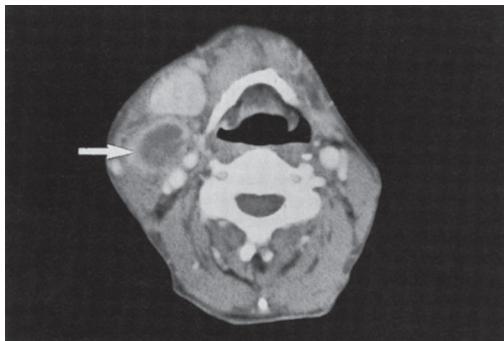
Case3: Enhanced CT scan shows a deep neck abscess, which is low density in right submandibular region with swelling of submandibular gland.
